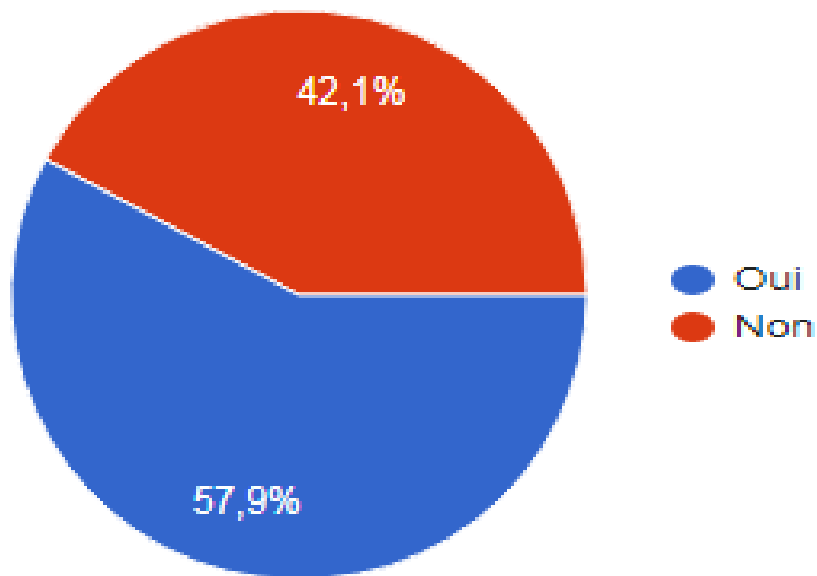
l'inquiétude des répondants qu'une TC puisse être enregistrée et utilisée contre l'utilisateur
